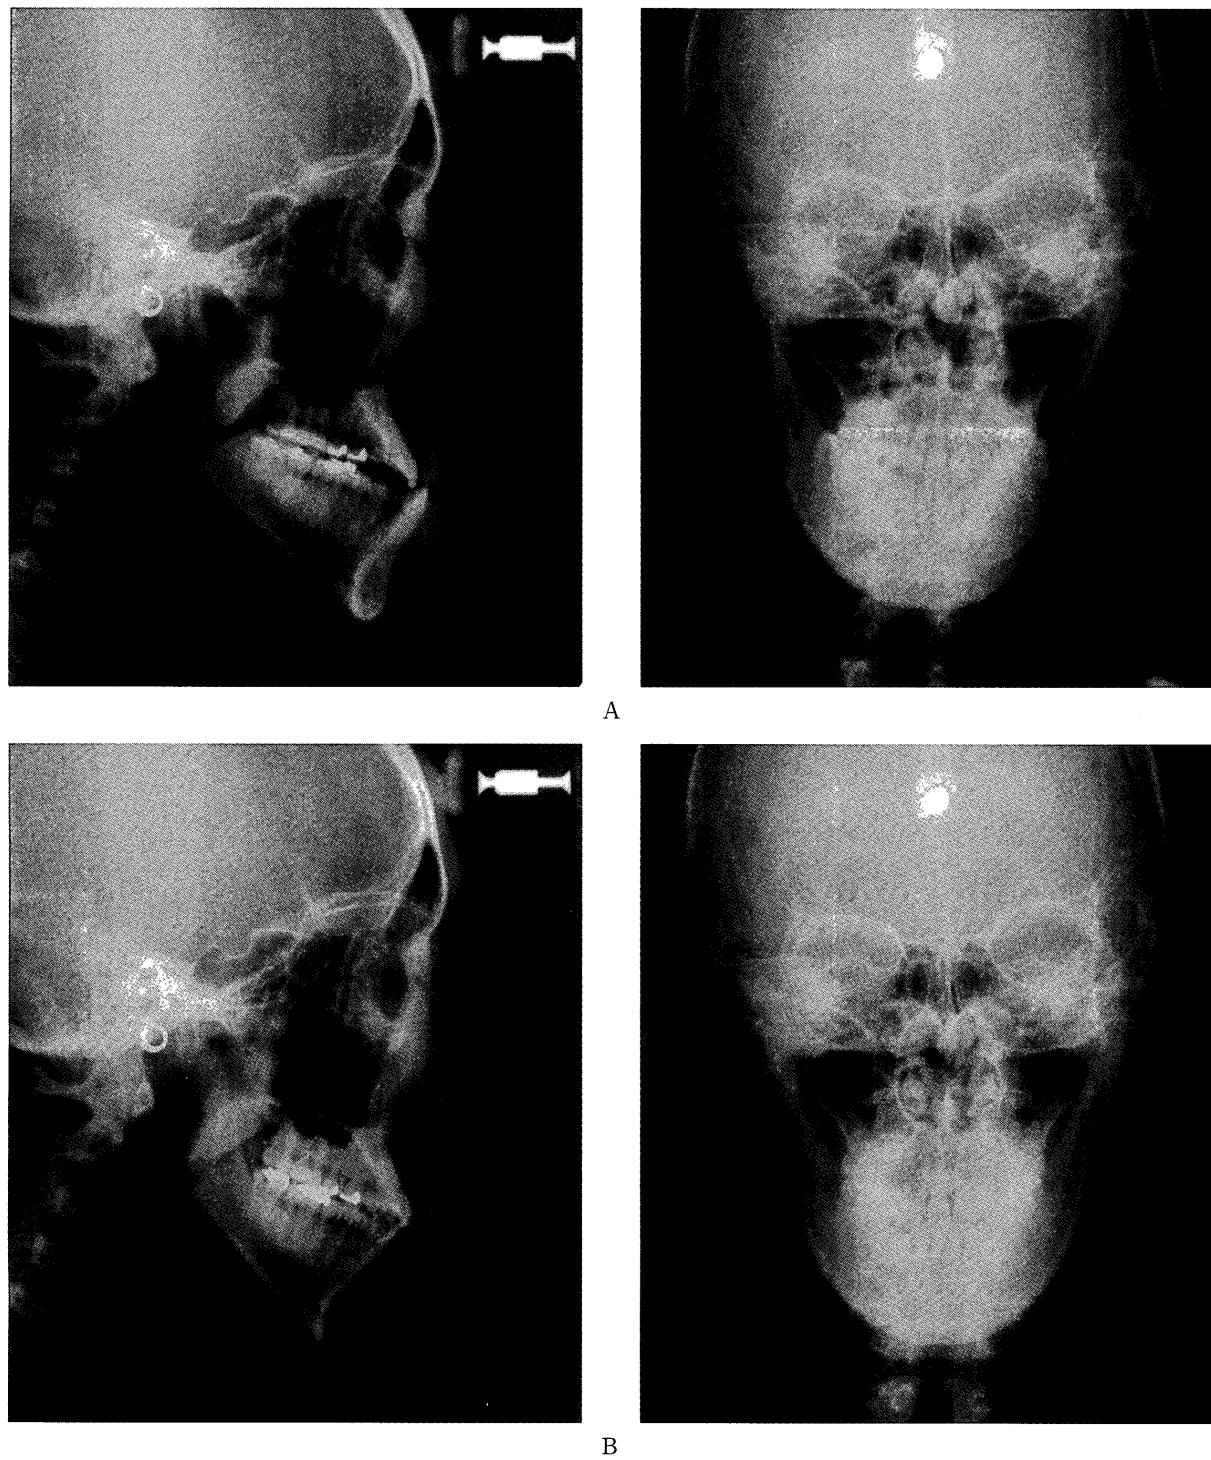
Cephalometric radiographs
